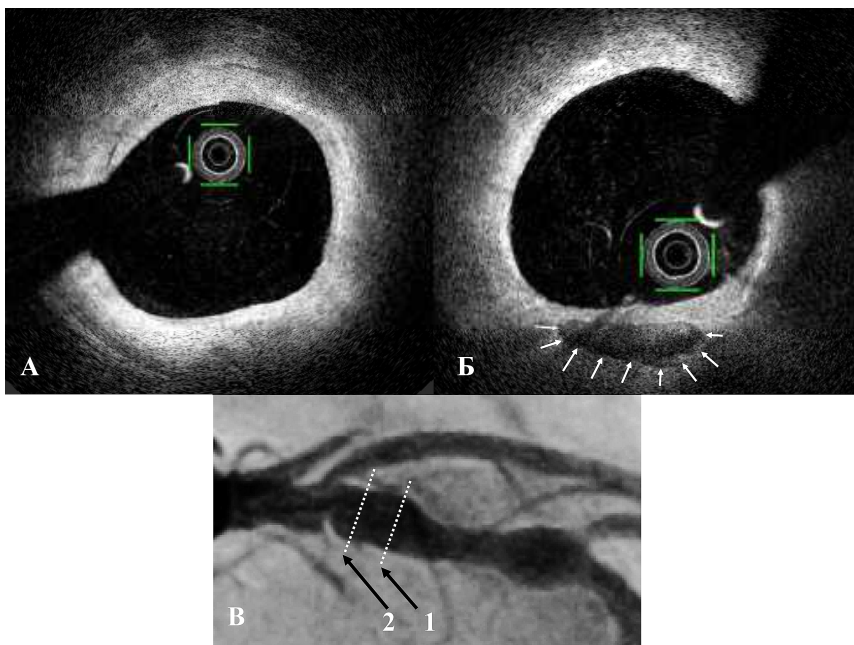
Дані оптичної когерентної томографії у пацієнта Ж. у різних ділянках ураженого атеросклерозом сегмента коронарної артерії (ПМЖВ ЛКА) (пояснення у тексті):
